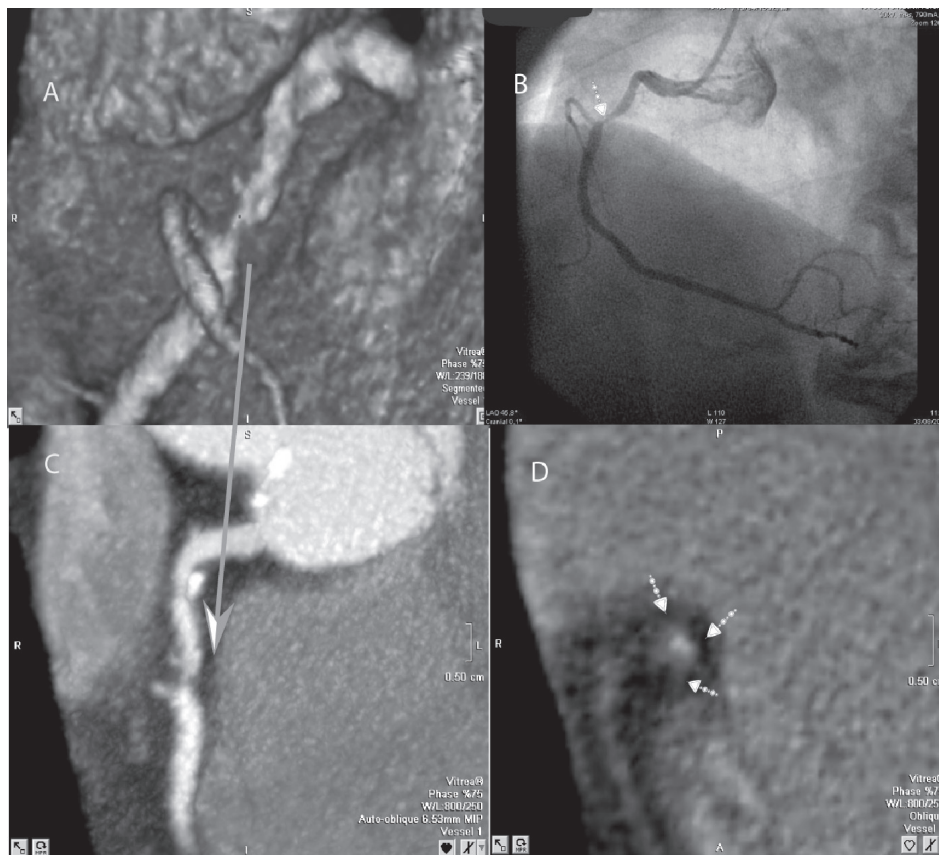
Tomografía coronaria multicorte 2009. A. Reconstrucción tridimensional de la CD; B. cinecoronariografía con lesión grave de CD; C. reconstrucción multiplanar curva que muestra la estenosis grave del mismo vaso en el mismo segmento; D. corte transversal de la lesión en la CD.
